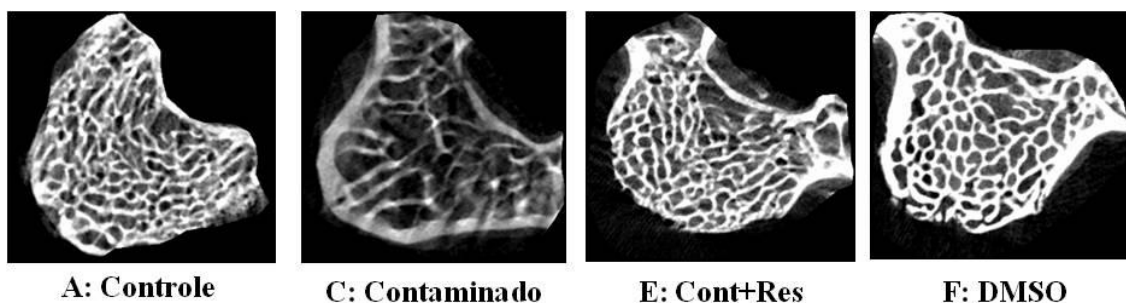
Microtomografias das sextas vértebras lombares. As letras A, C, E e F correspondem aos diferentes grupos experimentais: Controle, Contaminado, Contaminado + Res e DMSO, respectivamente.
